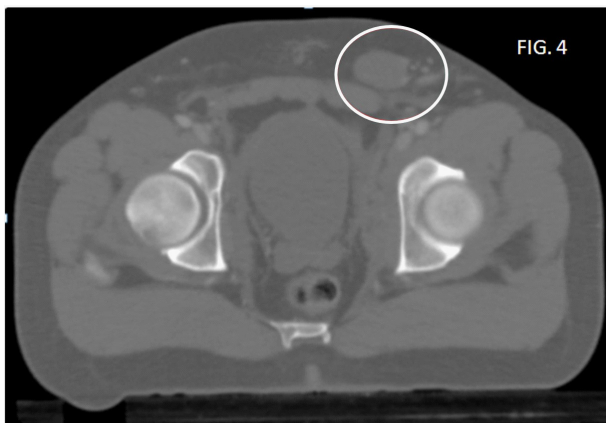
Imagen tomografica con tumoracion en tejidos blandos inguinal izquierda.
